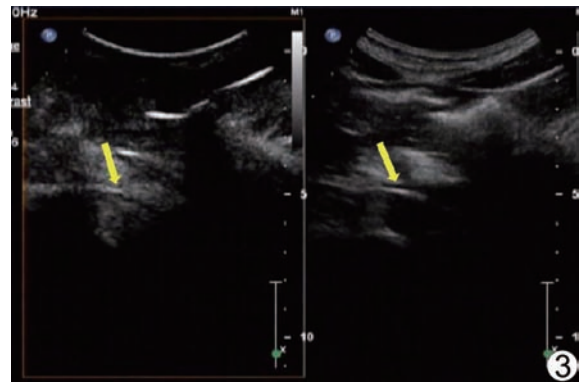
超声造影显示 LRV 明显受压变细(箭)
